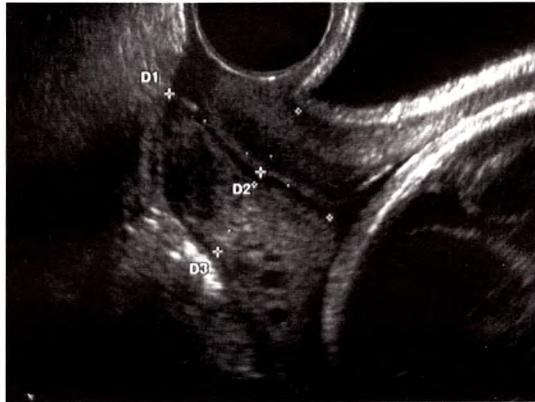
Image échographique d'un col normal. L'écho du col permet :
